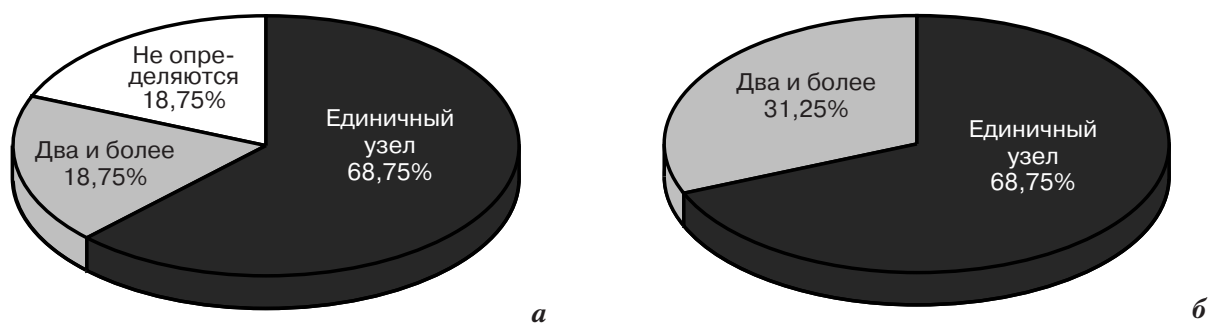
Визуализация опухолевых узлов: а – при рентгеномаммографии, б – при МР-маммографии.
